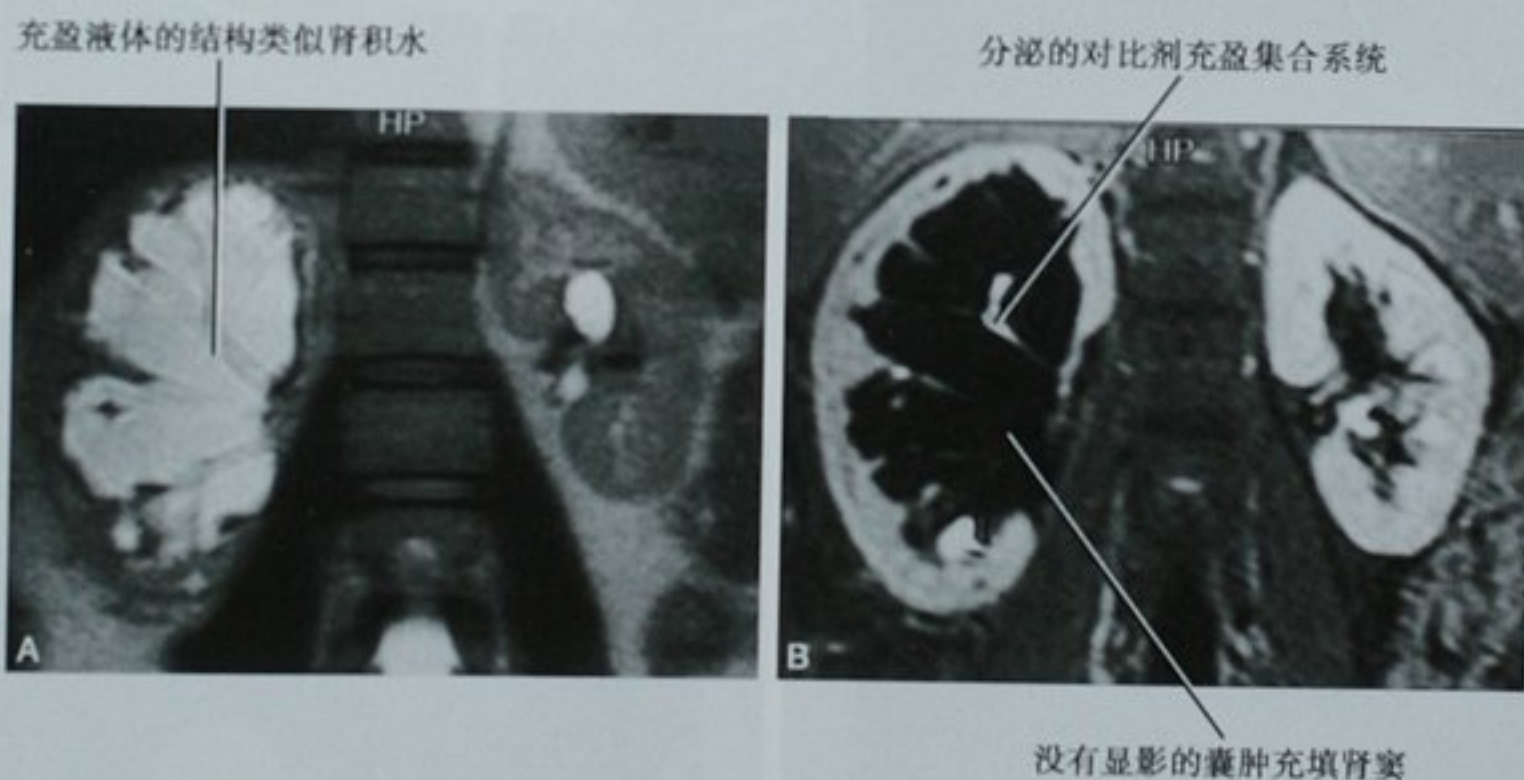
MRI 鉴别肾窦囊肿与肾积水。A. 在冠状位 T2WI 上,肾盂周围囊肿类似肾积水;B. 在分泌期 T1WI 上,细小的集合系统显影;囊肿没有显影
